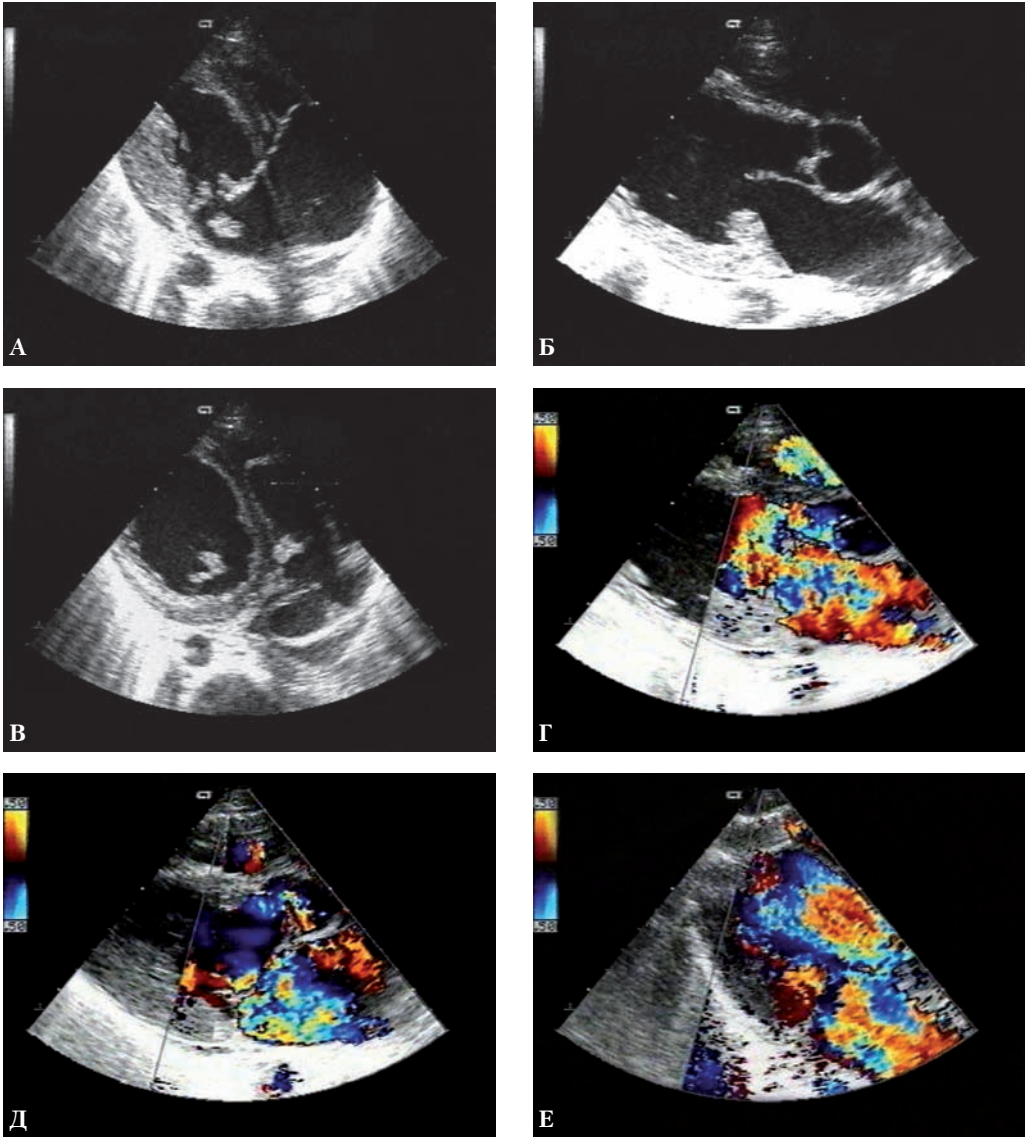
Эхокардиограмма больного Л. А – вегетация на митральном клапане; Б – вегетации на митральном и аортальном клапанах; В – вегетации на митральном и трикуспидальном клапанах; Г – тотальная аортальная недостаточность; Д – митральная недостаточность; Е – тотальная недостаточность клапанов.
